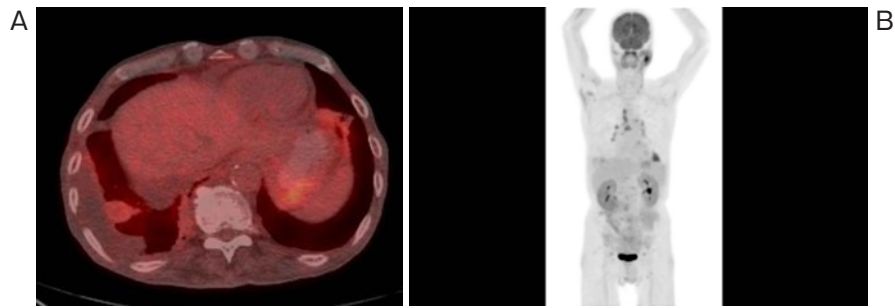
(A) ドレーン抜去後の PET-CT 所見. 右 S9 結節への取り込み (SUVmax = 3.0) を認める. (B) 同 PET-CT. 左耳下腺, 縦隔リンパ節, 肺野内の取り込みを認める. 縦隔リンパ節 #7, #10R に取り込みを認める.
